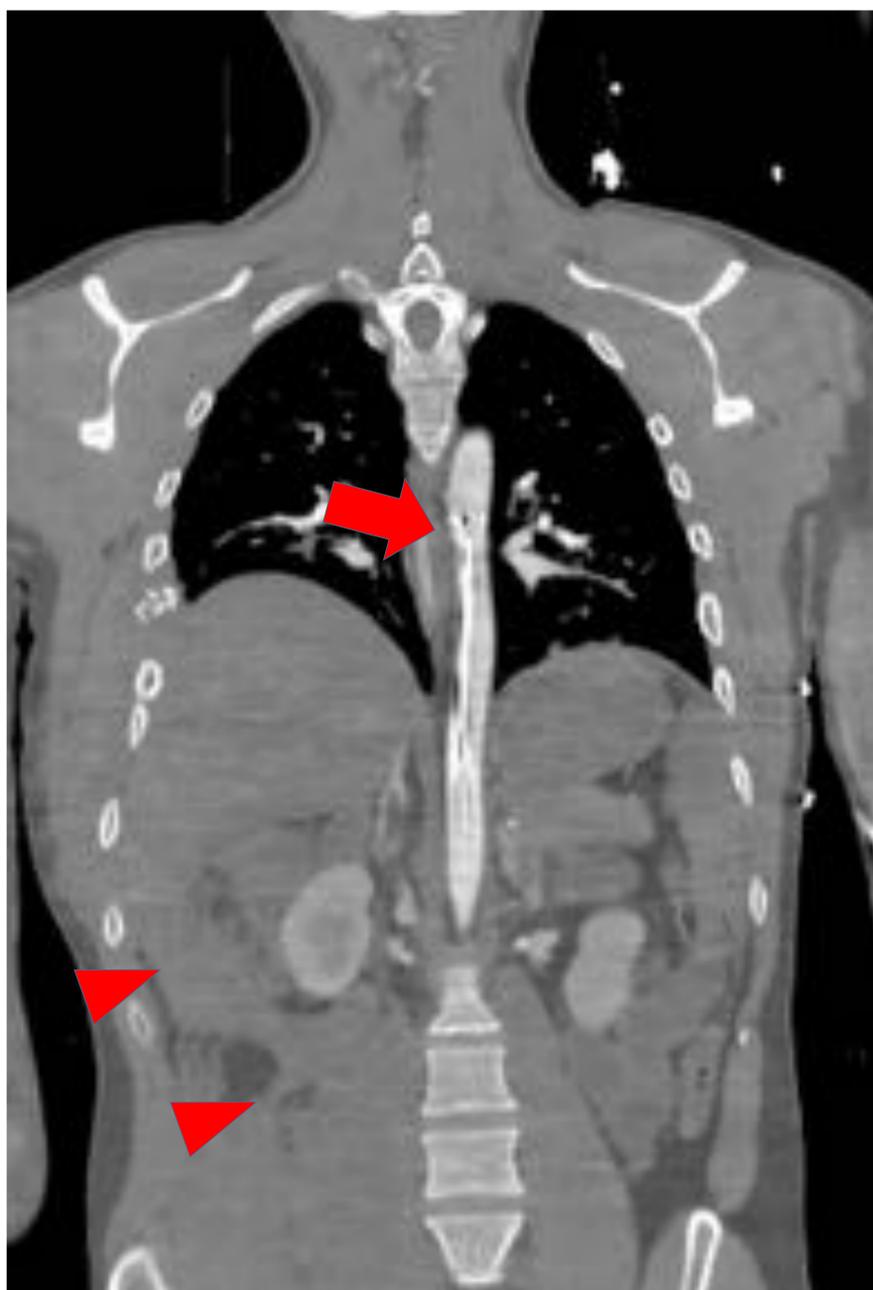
Plano coronal de TC toracoabdominal. Se visualiza dispositivo REBOA desinflado con marcas radiopacas en zona 1 (flechas rojas). Abundante sangrado intrabdominal en flanco derecho(cabezas de flechas).
